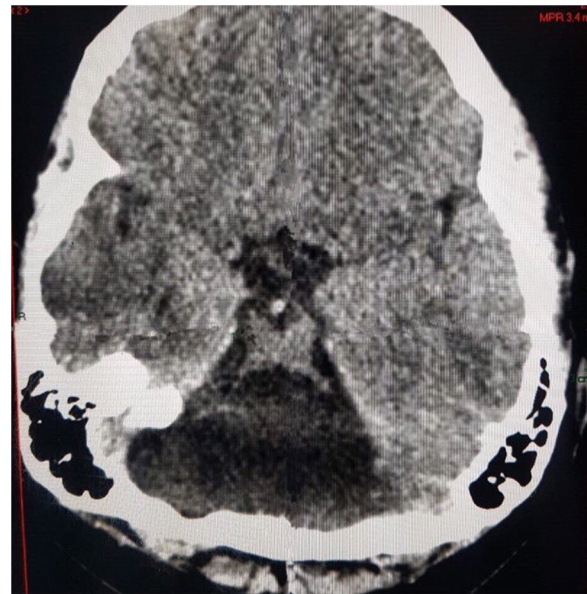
En la tomografía cerebral en vista axial se evidencia el signo del molar que corresponde a hipoplasia vermiana con agenesia de hemisferios cerebelosos bilateral y malformación del tronco encefálico en paciente con síndrome de Joubert.
